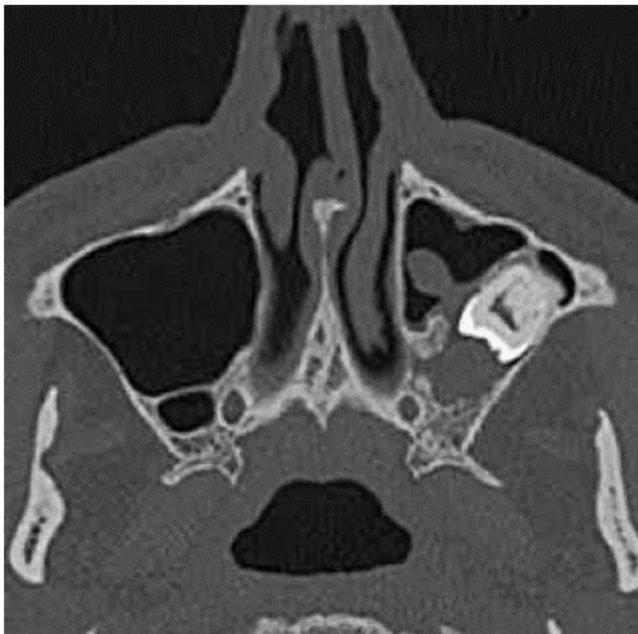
КТ одонтогенной кисты верхней челюсти.
